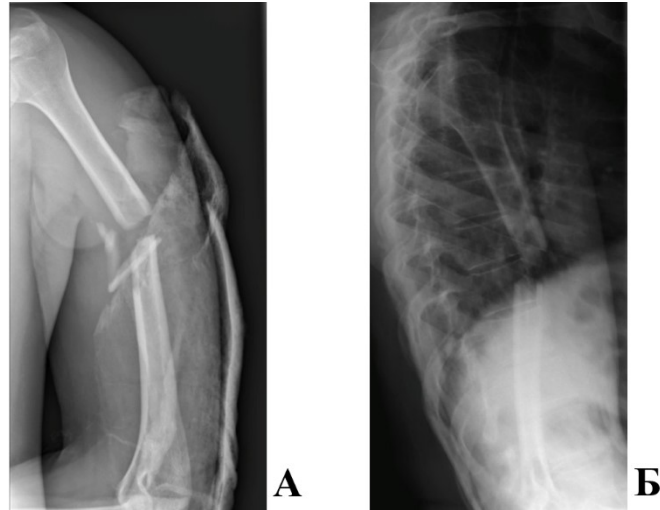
Первичные рентгенограммы пациента К., 28 лет, и/б 14742-17. А – боковая проекция, Б – прямая проекция. Оскольчатый перелом левой плечевой кости
